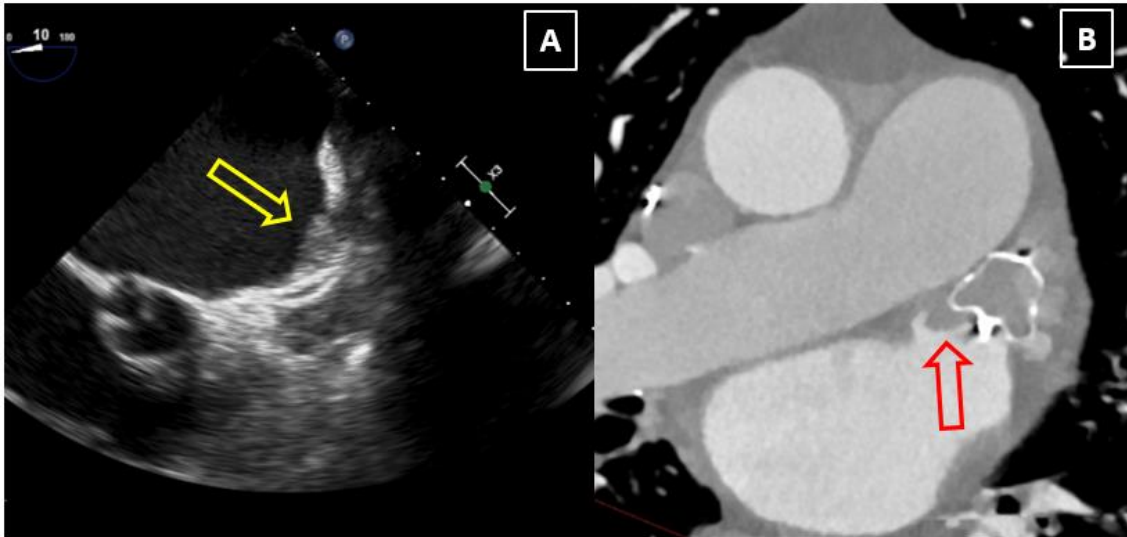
Trombosis de dispositivo de cierre de orejuela. Diagnóstico mediante ecocardiograma transesofágico (A) o mediante TC (B)
